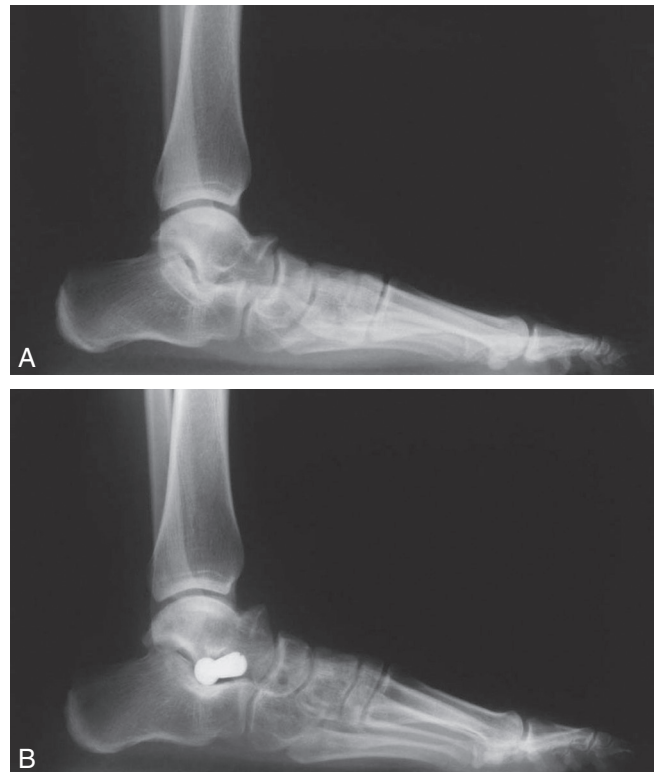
Pied plat sur coalition tarsienne talocalcanéenne. Analyse radiographique préopératoire (a) et postopératoire (b).
